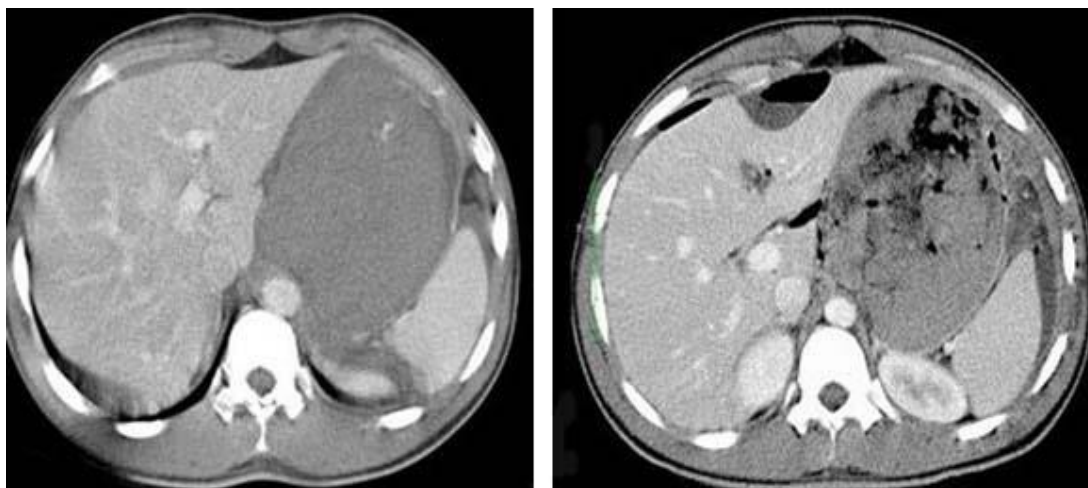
TAC abdominal evolutiva con neumoperitoneo, liquido libre en cavidad abdominal y aparición de aire dentro del hematoma esófago/gástrico.
